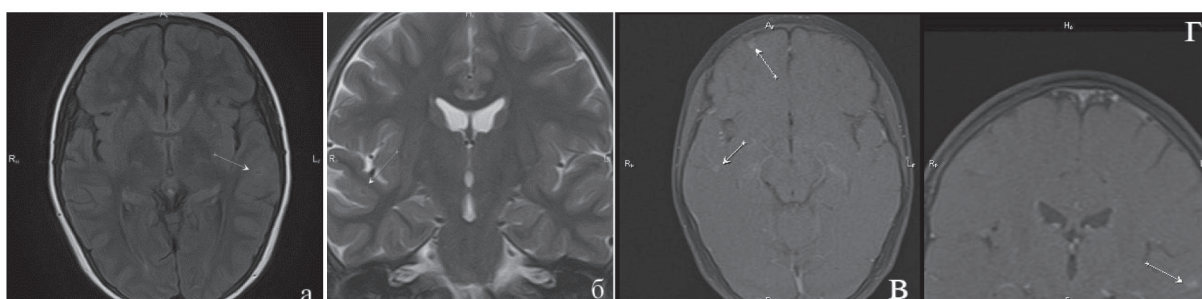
Та же пациентка, через 6 месяцев: а — FLAIR, аксиальная плоскость; б — Т2 ВИ, корональная плоскость; в — постконтрастные Т1 ВИ, аксиальная плоскость. Уменьшение размеров и исчезновение отдельных объемных образований, характеризующихся патологическим накоплением парамагнетика (стрелки). Регресс перифокальных изменений; г — постконтрастные Т1 ВИ, коронарная плоскость
